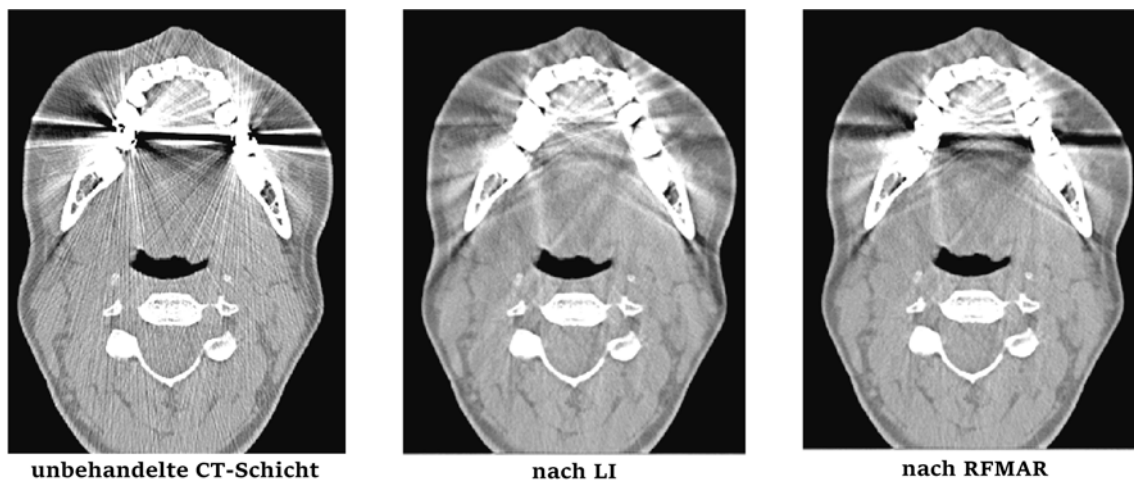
Gegenüberstellung der Ergebnisse der Metallartefaktreduktion (LI und RFMAR) anhand einer CT-Schicht. Level: 0, Window: 1000
